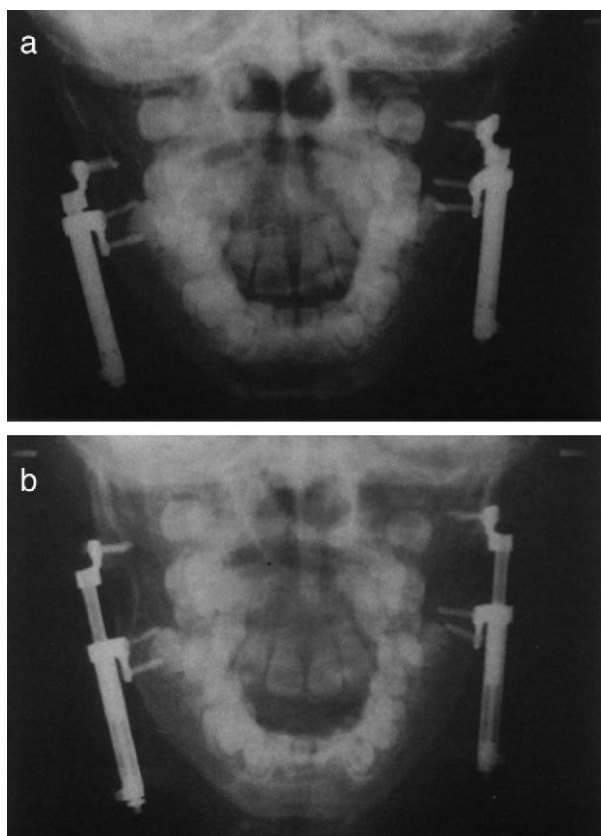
a – Imagem de radiografia frontal, que demonstra a colocação de dispositivos de distração óssea mandibular bilateral interna (pré-distração); b - Imagem de radiografia frontal, que demonstra a colocação de dispositivos de distração óssea mandibular bilateral interna (pós-distração). (Hong P, 2011)
